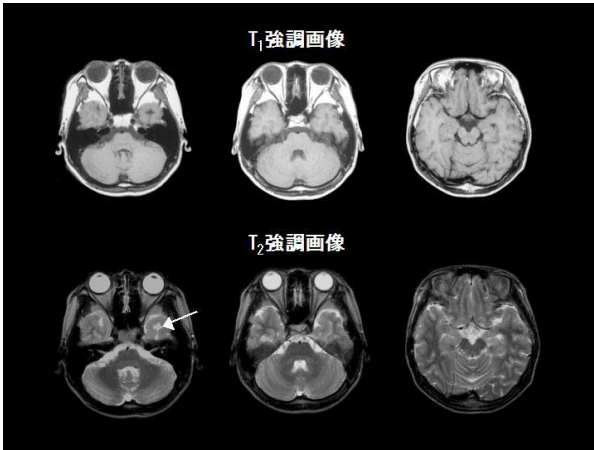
図 A 発作間歇期(11歳3ヶ月時)のMRI T₁強調画像(上段)と T₂強調画像(下段)
